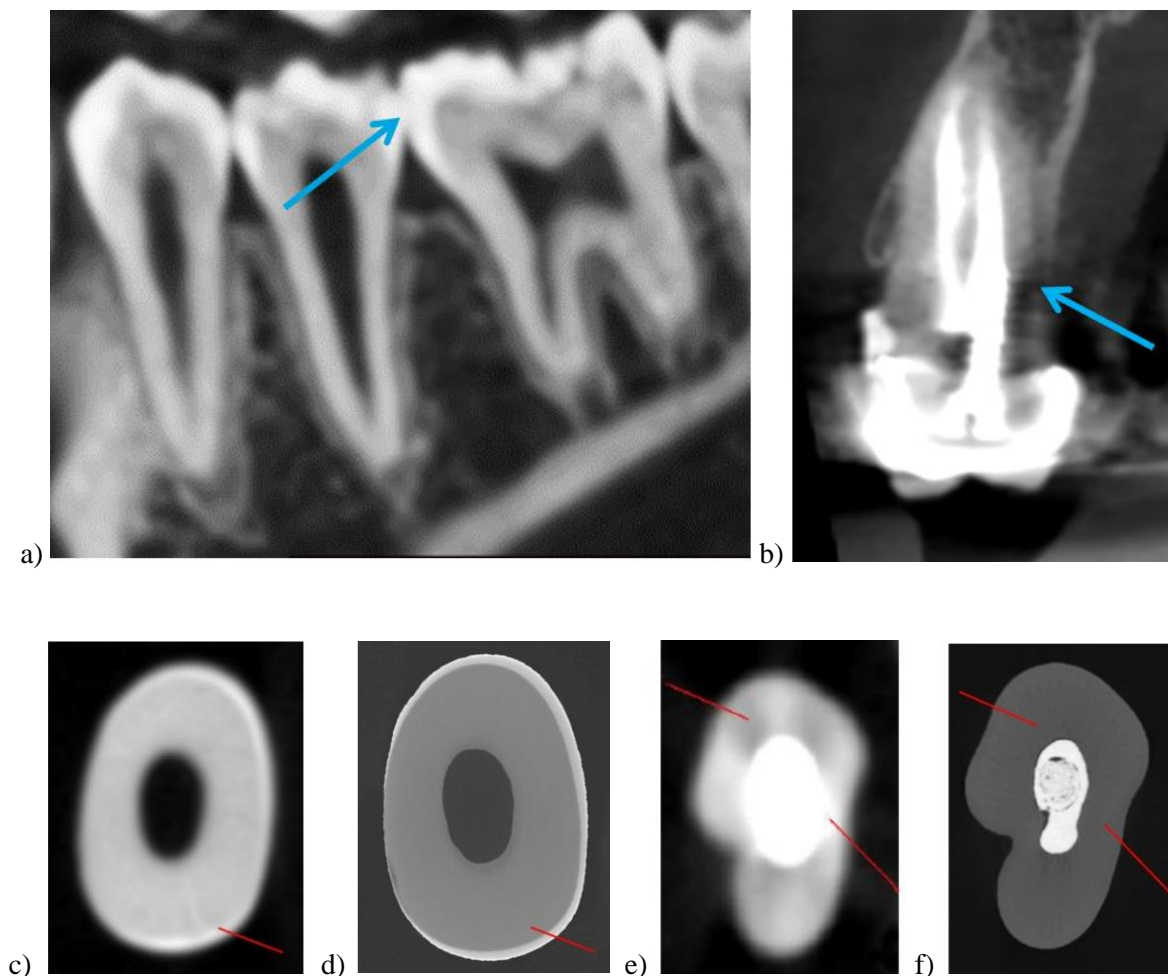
Difficultés soulevées lors de la segmentation telles que : a) l'absence de différence de niveaux de gris à la jonction entre deux dents visible (flèche bleue) sur un examen CBCT de l'arcade
